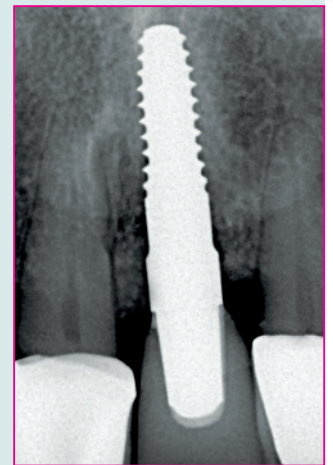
Kleinbildröntgen 21 zum Beginn der Untersuchung.
